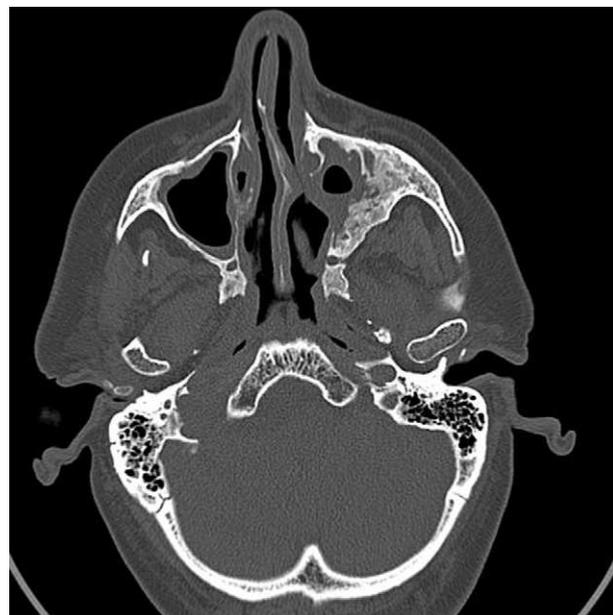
Tomografía axial computarizada: destrucción de seno maxilar izquierdo.
